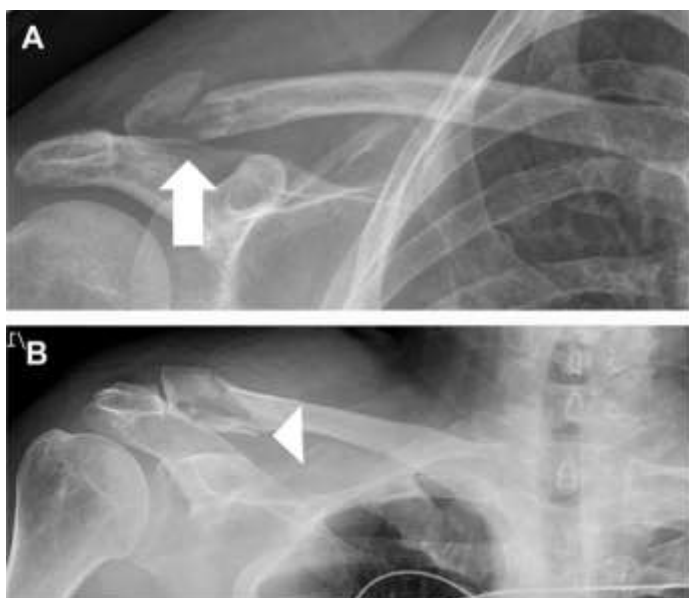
Переломы дистального отдела ключицы. ((А). Рентгенограмма ключицы, демонстрирующая слегка смещенный дистальный перелом ключицы дистальнее вставки акромиально-ключичной связки (указано стрелкой). ((В) Рентгенограмма ключицы, демонстрирующая оскольчатый перелом дистального отдела ключицы, который
